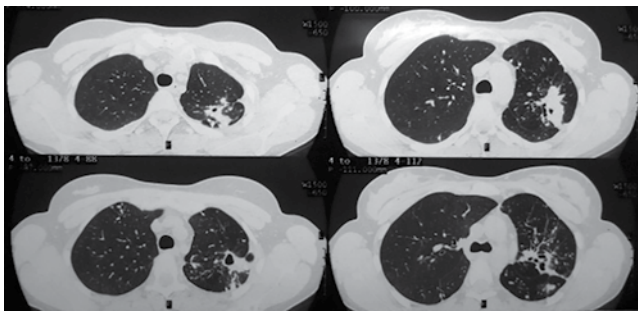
Компьютерная томограмма ОГК от июня 2017 г. пациентки Б. Описание в тексте
